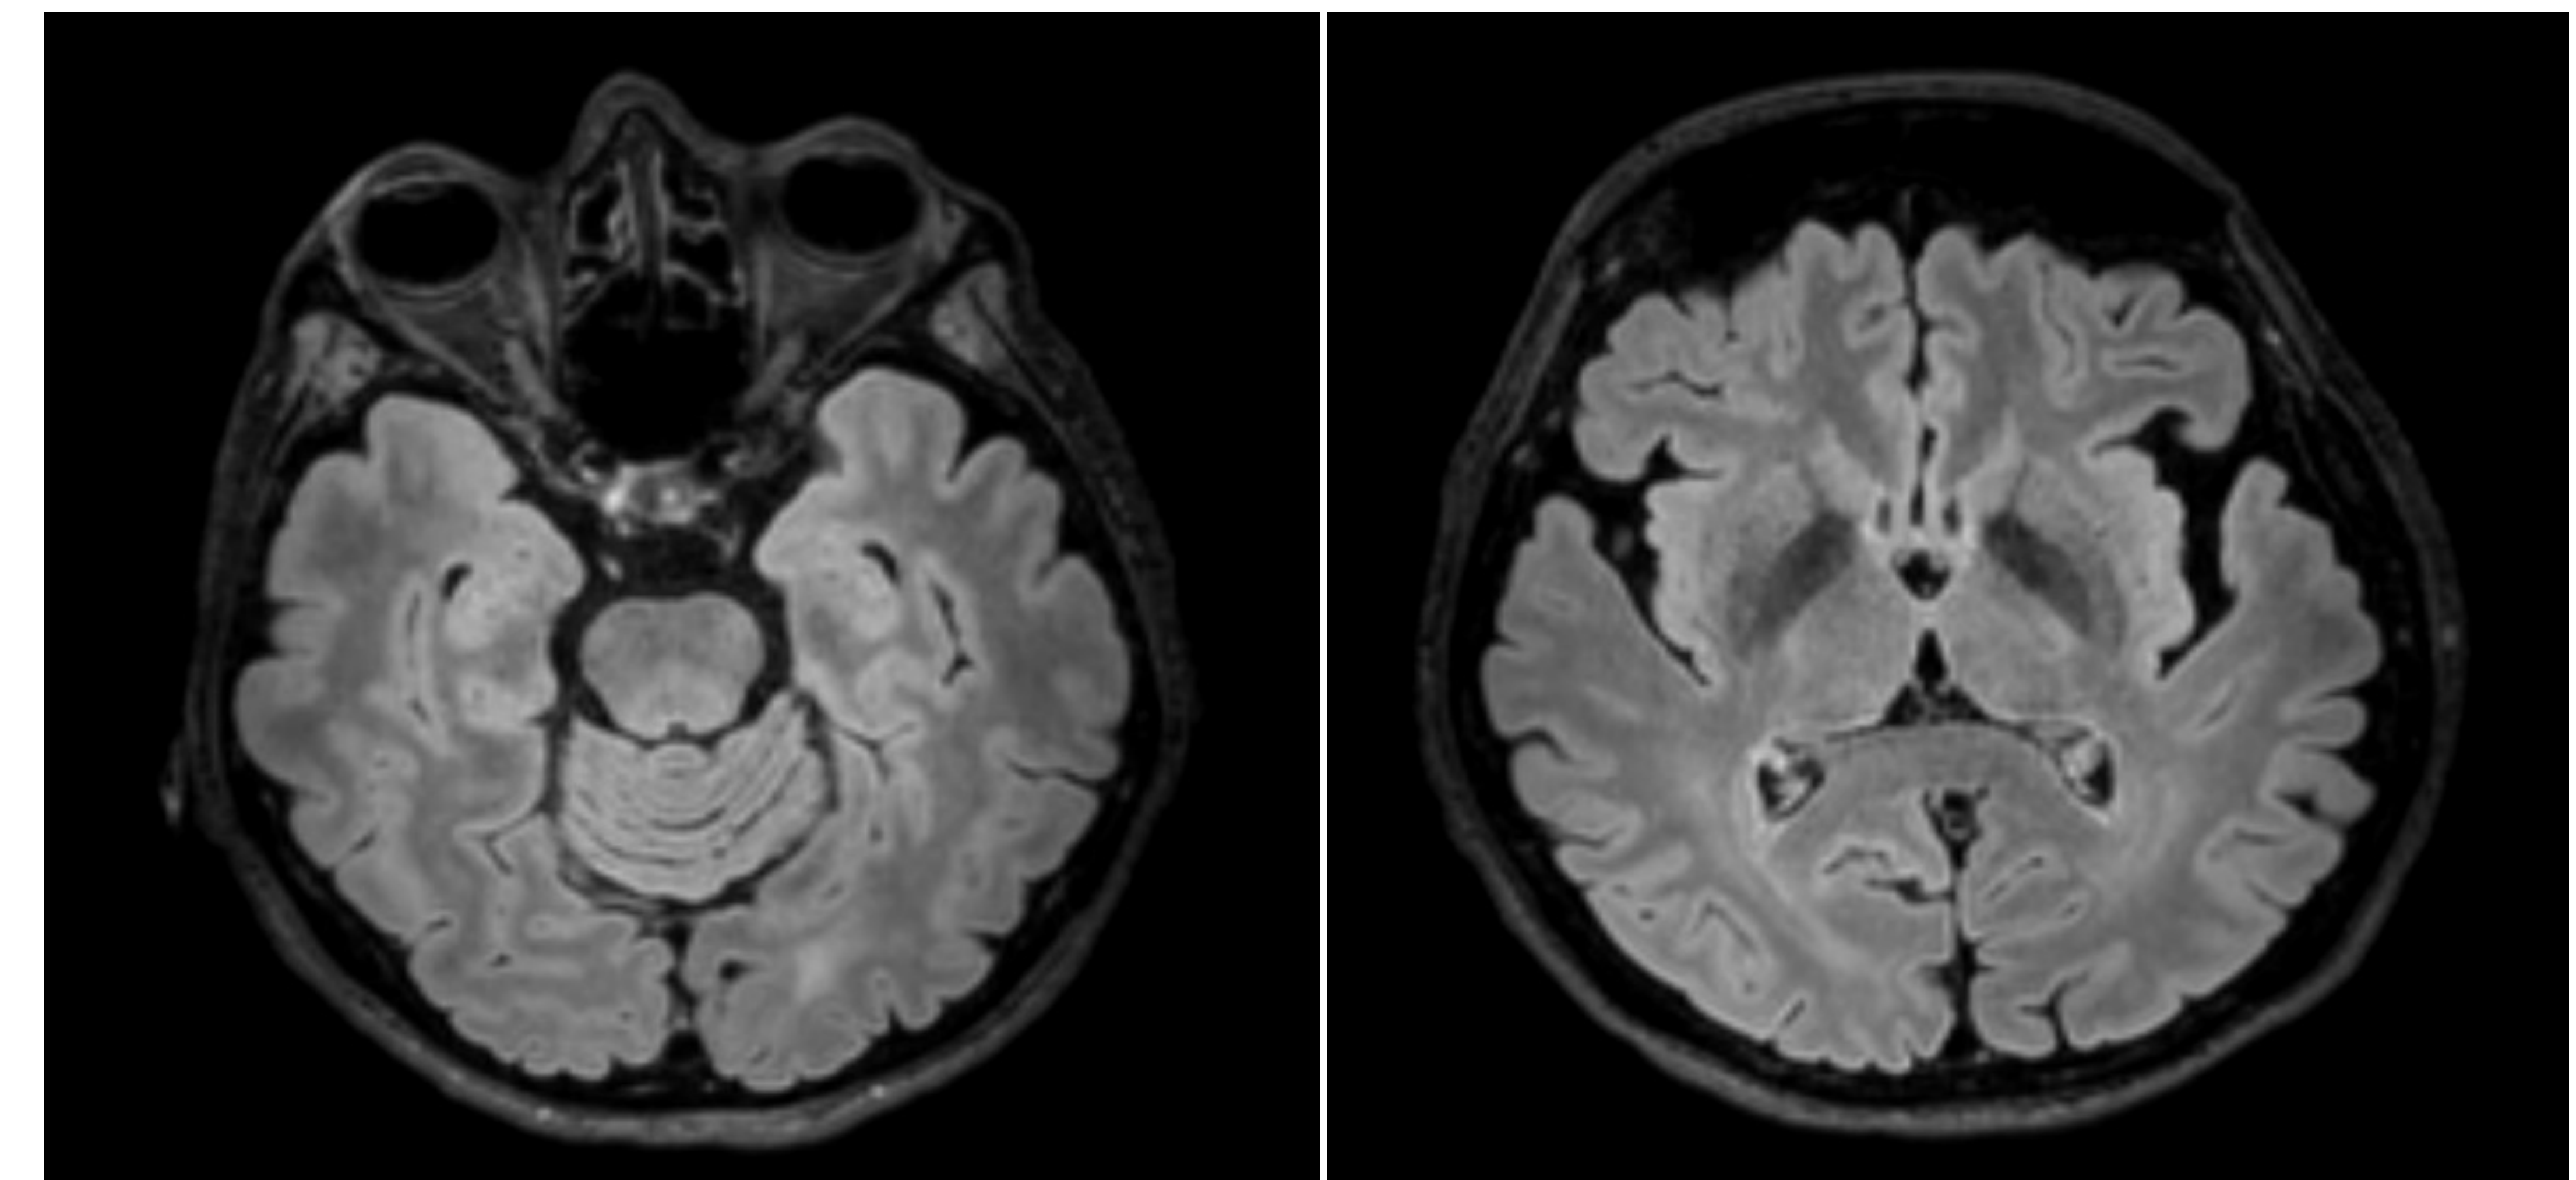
RMN encefalo (assiale FLAIR): atrofia fronto insulare bilateralmente.
